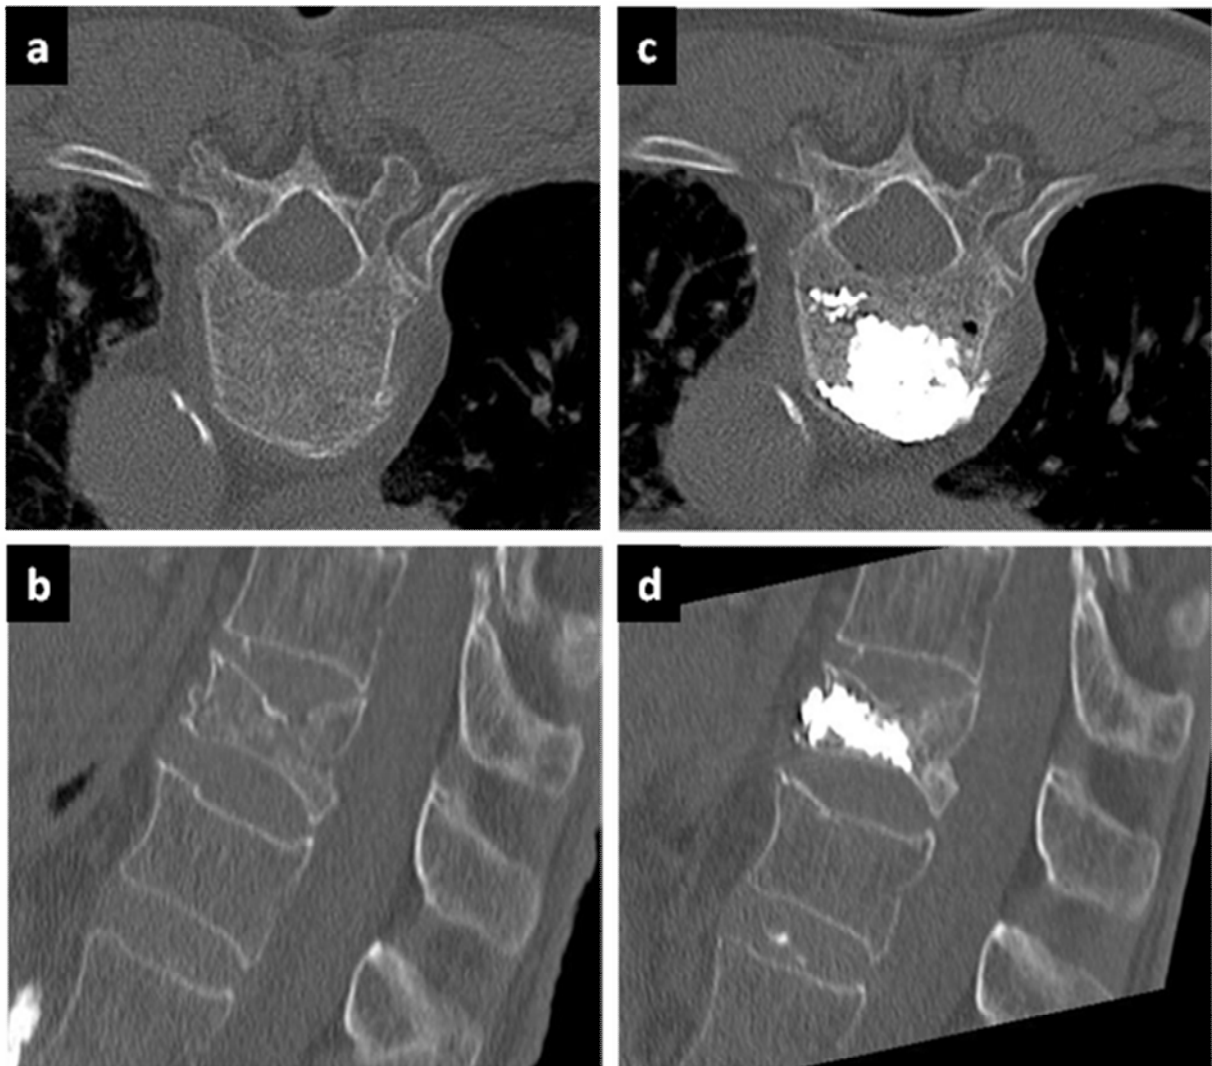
84-jährige Patientin mit osteoporotischer Sinterungsfraktur des BWK 11 vor (a, b) und nach (c, d) CT-gesteuerter Vertebroplastie. Der Knochenzement stellt sich im CT hyperdens dar.
